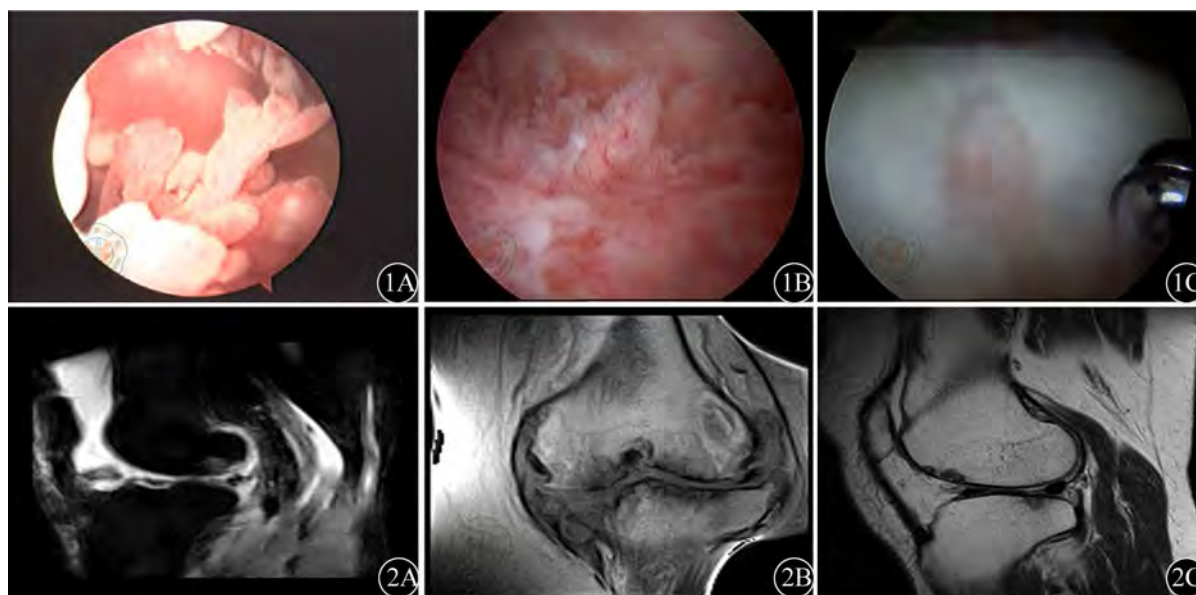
关节镜检测结果。1A: 关节镜下可见滑膜成珊瑚样向关节腔伸出; 1B: 关节镜下见增生滑膜中的血管翳清晰可见; 1C: 关节镜下可见软骨缺损 图2 MRI结果。2A: MRI示关节周围大量积液; 2B: MRI示关节间隙大量滑膜增生并广泛软骨、骨质破坏; 2C: MRI示股骨头见虫蚀样骨质破坏
